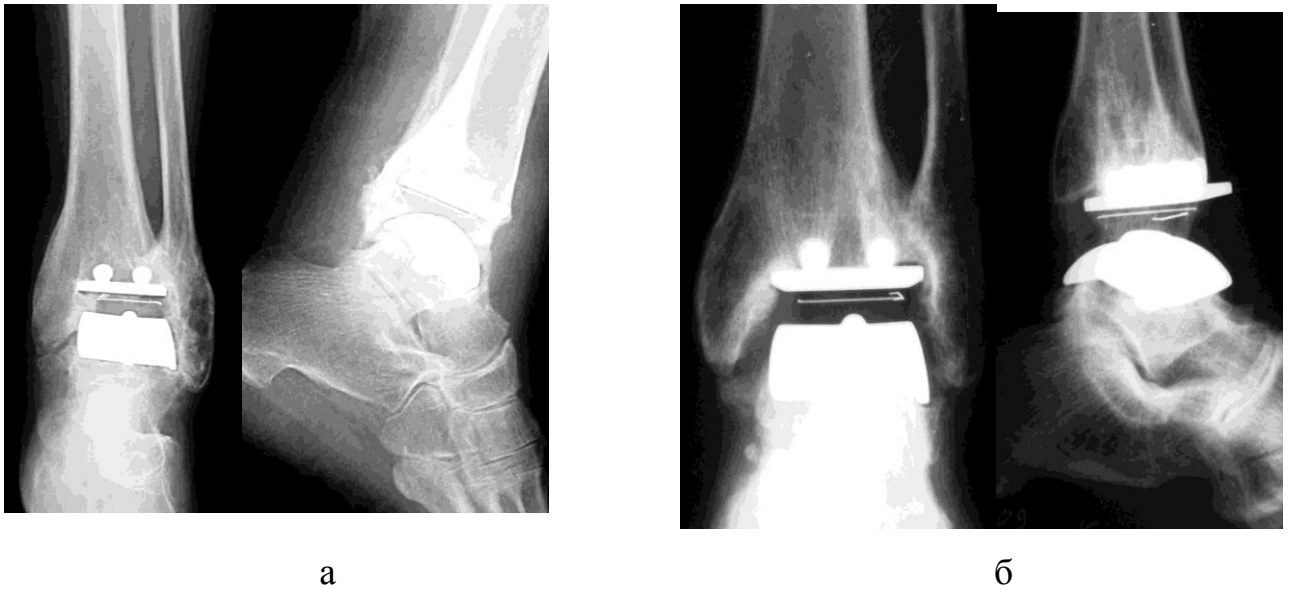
Положительные рентгенологические результаты эндопротезирования ГСС через 10 лет после установки конструкций Star (Waldemar Link): а – рентгенограммы больной С., 63 лет; б – рентгенограммы больной К., 58 лет
